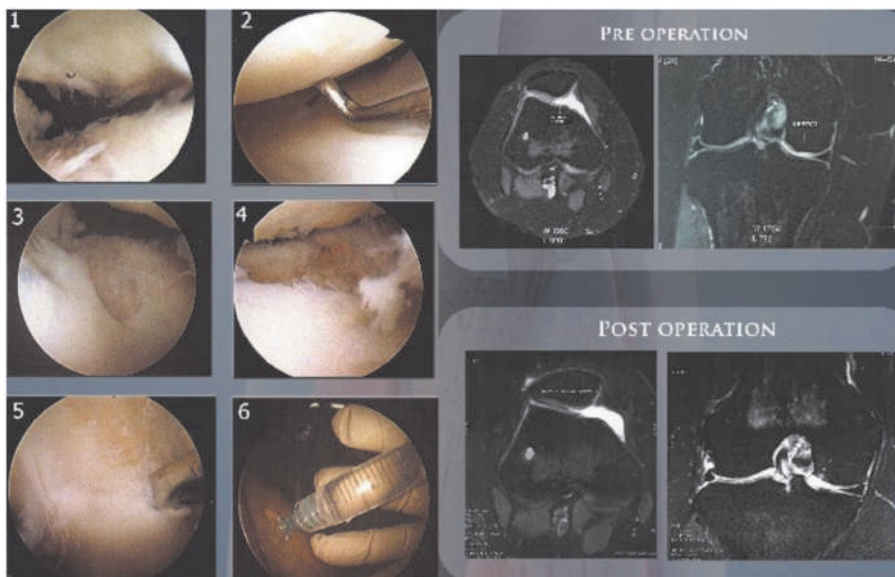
MRI genu post-operatif
